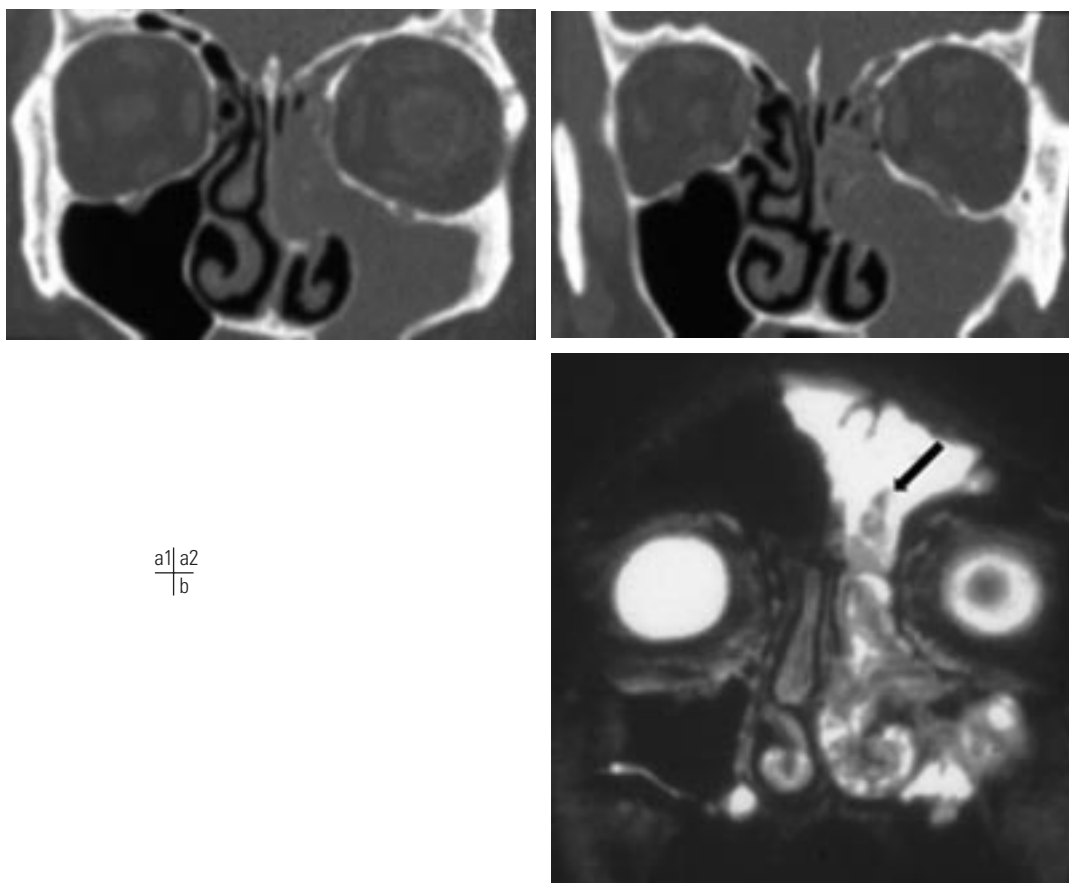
Papillome inversé gauche, responsable d'un aspect de polypose unilatérale. Noter le caractère destructeur de la formation, avec disparition de la cloison intersinuso-nasale gauche sur le scanner (a : coupes coronales). L'IRM (b : coupe coronale, séquence pondérée en T2) permet de retrouver la néoformation et de démontrer son extension dans le sinus frontal (flèche).
